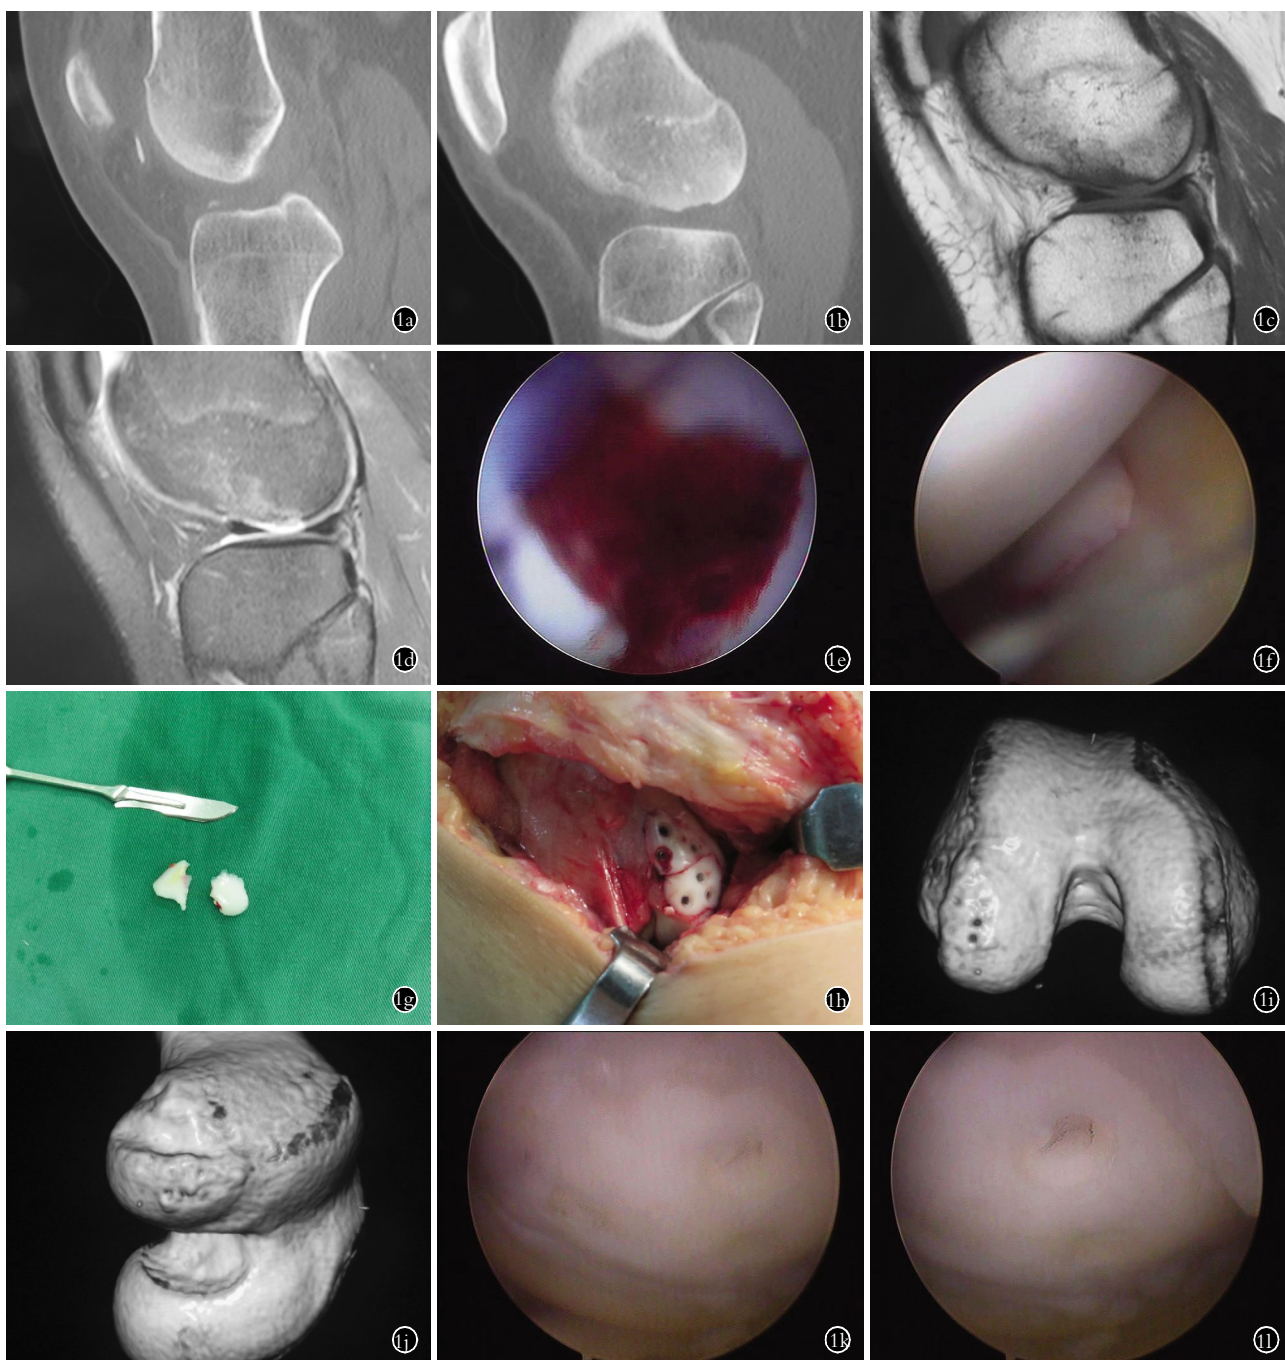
患者,女,15 岁,因扭伤致膝关节剥脱性骨软骨病变 1a,1b. CT 可见骨质缺损及游离体 1c,1d. MR 可见关节软骨缺损 1e,1f. 关节镜下可见软骨缺损及游离体 1g. 剥脱软骨块 1h. 软骨钉固定后剥脱软骨块 1i,1j. 术后 CT 可见软骨位置良好,无复位骨软骨脱落 1k,1l. 二次探查可见软骨骨折块与周围软骨类软骨连接,内固定物未能吸收
